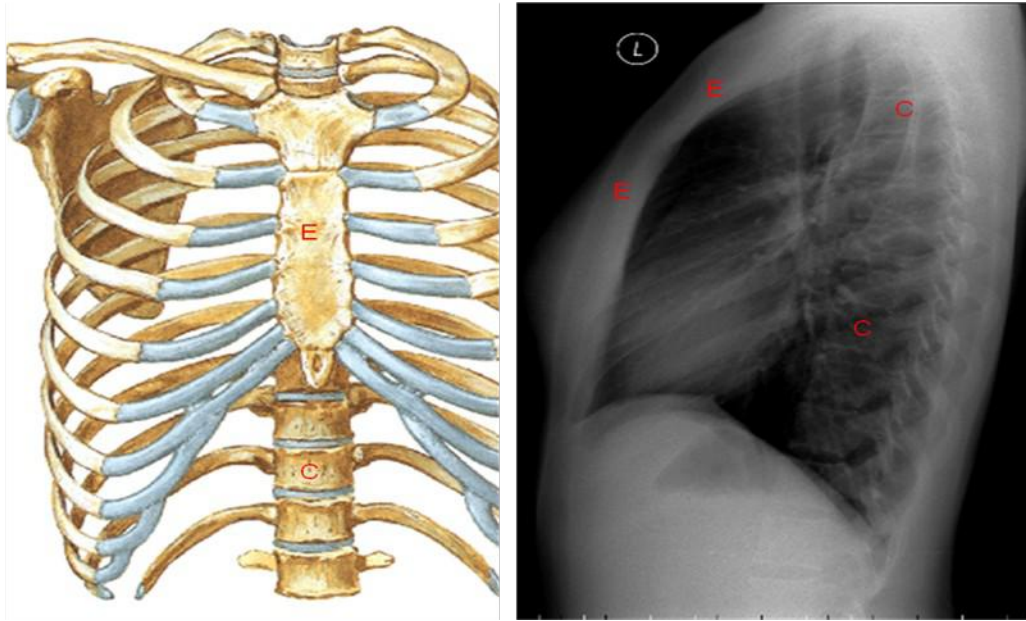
Nas radiografias em perfil é possível avaliar o esterno (E) e o segmento dorsal da coluna vertebral. Os arcos costais e escápulas são também visíveis nesta incidência. As porções mais inferiores da coluna dorsal são mais escuras que as superiores por haver menor absorção dos raios-X nas bases.
